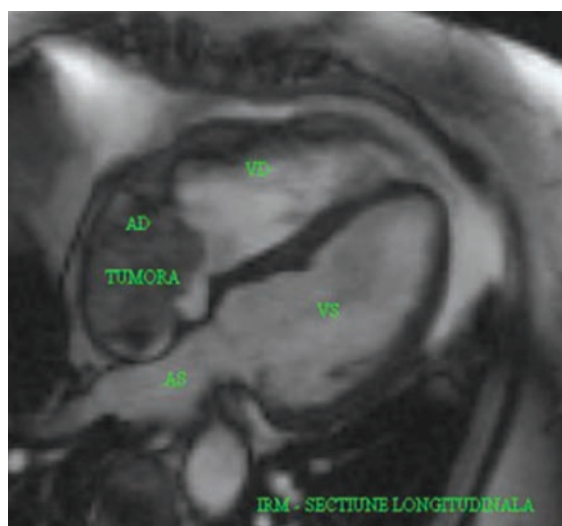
Rezonanța magnetică torace, secțiune longitudinală: Atriu drept este ocupat de o formațiune rotund ovalară, atașată de peretele posterior pe o lungime de 1,8 cm, având conturul net, cu diametrul de 5 cm, situată la distanță de valva tricuspida și care prolabează în ventriculul drept. VD, AS, VS – vezi Figura 1.
